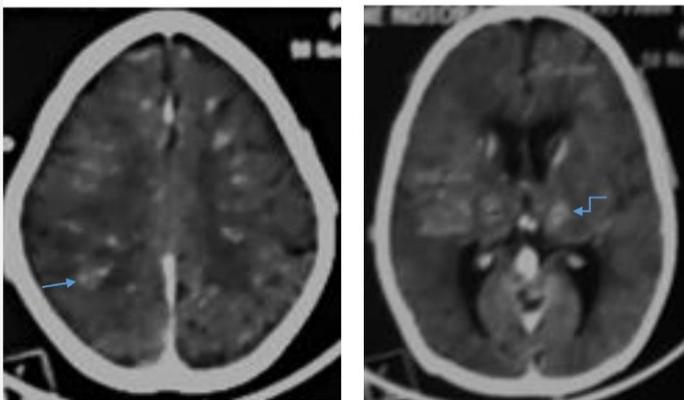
TDM cérébrale avec injection (coupe axiale) : Rehaussements linéaires de la jonction substance blanche-substance grise (→) et annulaires des noyaux caudés et des thalami (↙)
